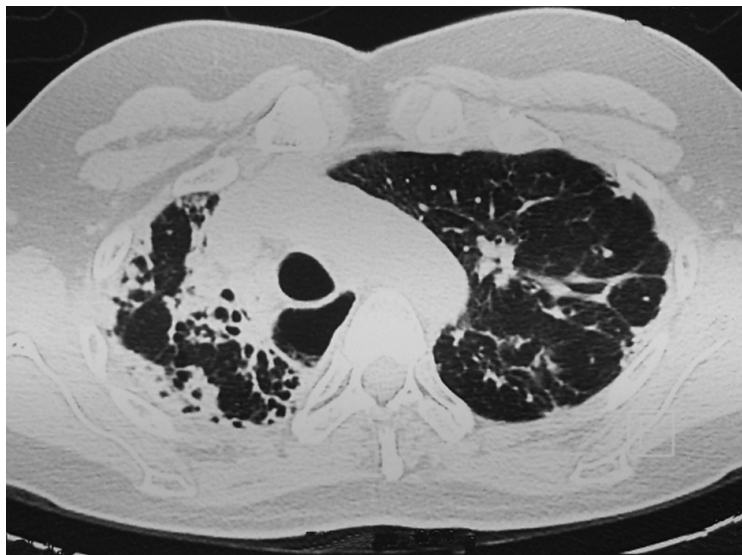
Tomografía de tórax de alta resolución. Tractos fibrosos en ambos ápices pulmonares, predominantemente derecho con pérdida de volumen y áreas de vidrio esmerilado en bases pulmonares
